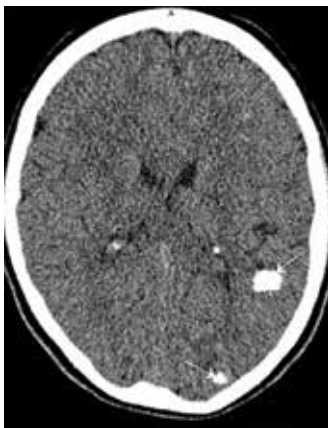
КТ, аксиальный срез. Кальцификаты в туберах (стрелки)
